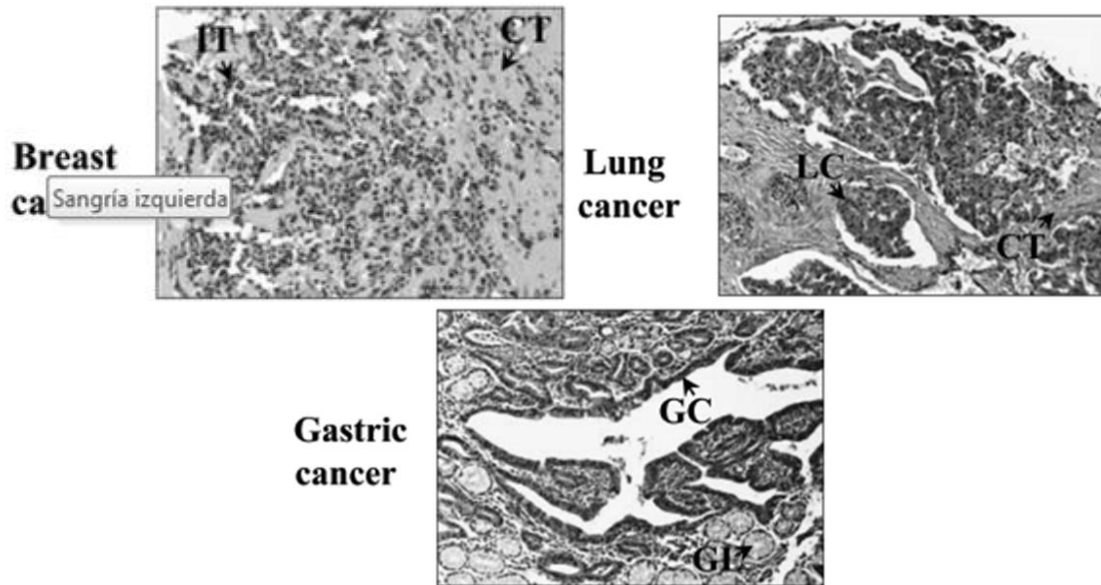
Inmunolocalización de ODAM en distintos tipos de cánceres de estirpe epitelial. Inmunodetección de ODAM en secciones de cáncer de mama, de pulmón y gástrico con anticuerpo anti-ODAM acoplado a peroxidasa. CT, tejido conectivo; IT, infiltración de células tumorales; LC, células de carcinoma de pulmón; GC, células de carcinoma gástrico; GL, glándula gástrica. Tomado de Kestler y col., 2008.
